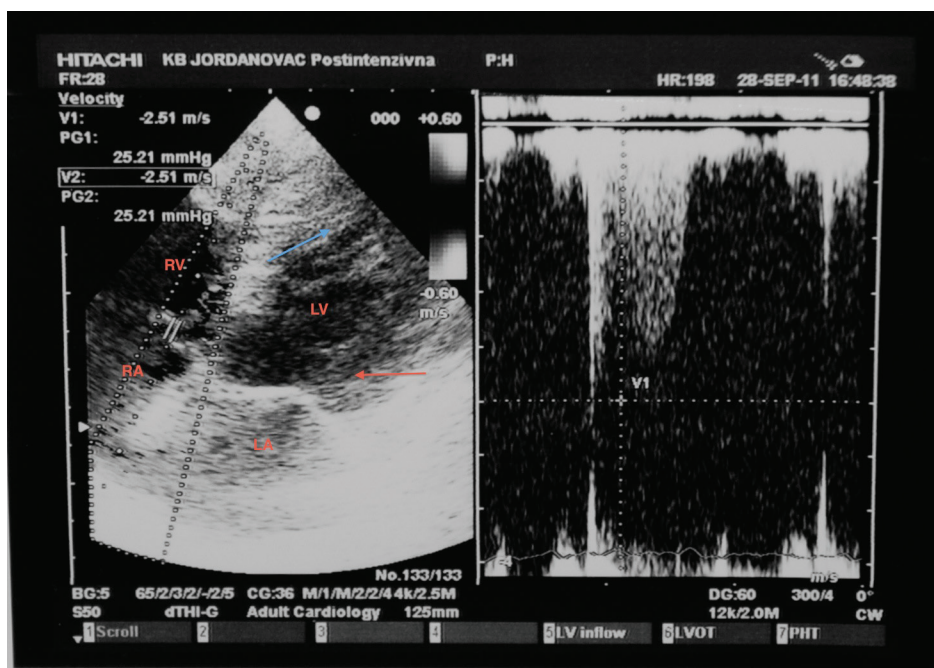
Ecocardiograma (imagem das quatro câmaras) mostrando balonamento apical do ventrículo esquerdo (seta azul) e hipercinesia dos segmentos basais do ventrículo esquerdo (seta vermelha). AE: átrio esquerdo; VE: ventrículo esquerdo; AD: átrio direito; e VD: ventrículo direito.
